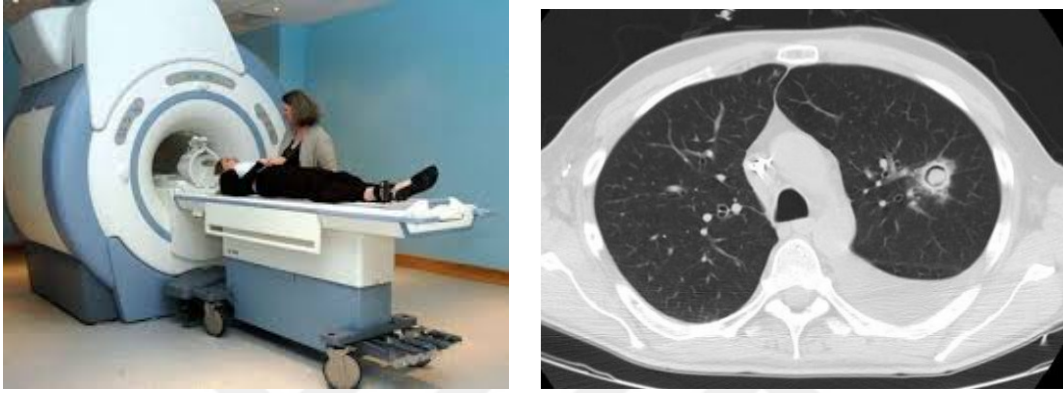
Bilgisayarlı tomografi cihazı ve oluşturduğu akciğer görüntüsü
